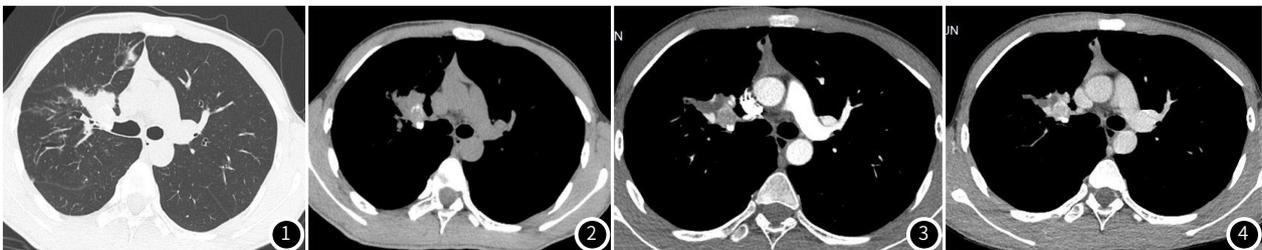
图4 胸部CT示右肺上叶主支气管内结节状密度增高影, 大小约18mm×14mm, 增强后呈重度强化。
